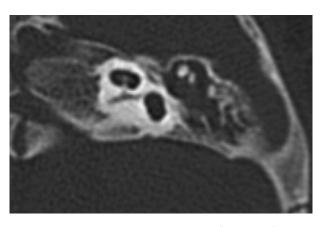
Компьютерная томограмма левой височной кости. Аксиальная проекция. В барабанной полости определяется экссудат. Внутренний слуховой проход сужен до 1,5 мм. Отмечается костная атрезия невральной апертуры улитки Fig. 3. Left temporal bone, CT-scan, axial. There is an effusion in the tympanic cavity. Narrowing of the inner ear canal up to 1,5 mm. Stenosis and bone obliteration of the cochlear neural aperture
